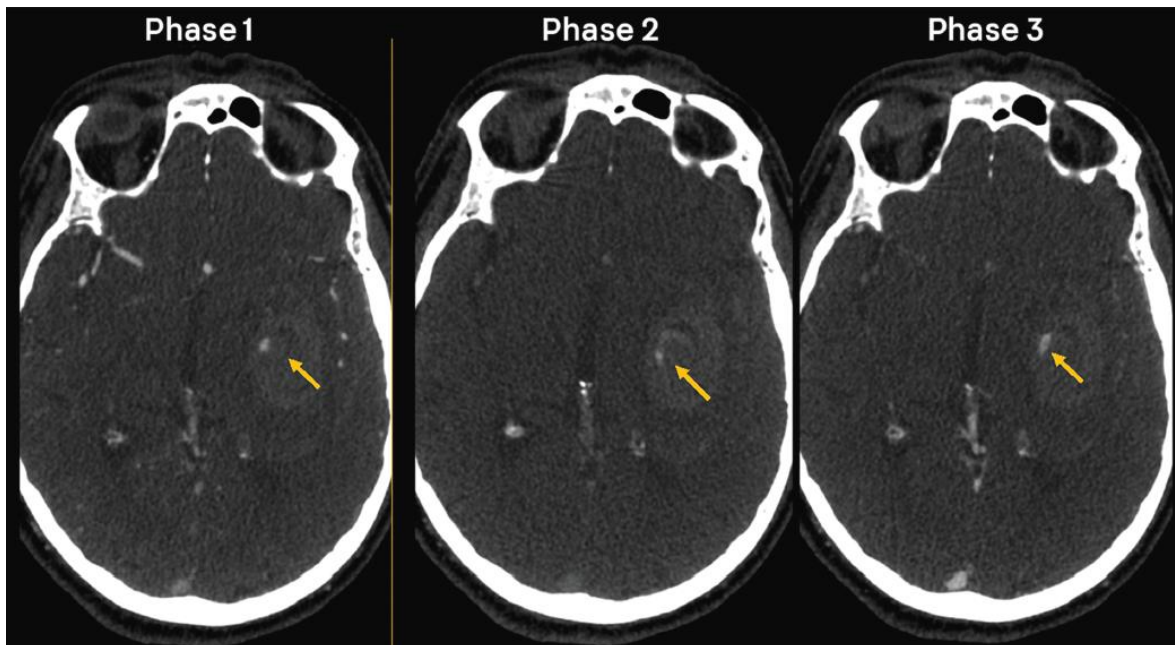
Tomado de (2). El signo de la mancha, marcador de crecimiento de hemorragia intracerebral, observado en las tres fases (flechas) de una angiografía por TC multifase.
